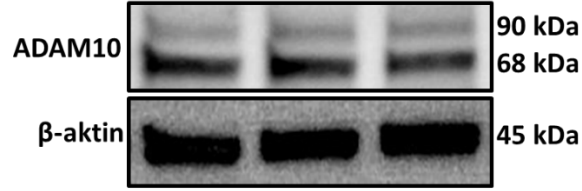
BT-474 hücre dizisinin 6 ve 48 saat süresince 10 µg/ml trastuzumab ile inkübasyonu sonrasında elde edilen protein lizatlarında ADAM10 protein bant görüntüsü ve relatif bant yoğunluğu grafiği
